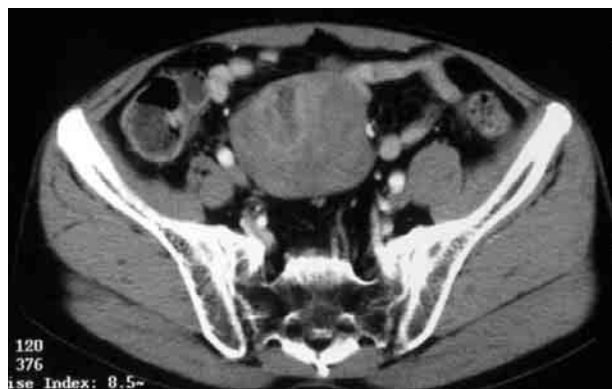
腹部造影CT所見：内部が不均一にEnhanceされる充実性腫瘍を認めた。
